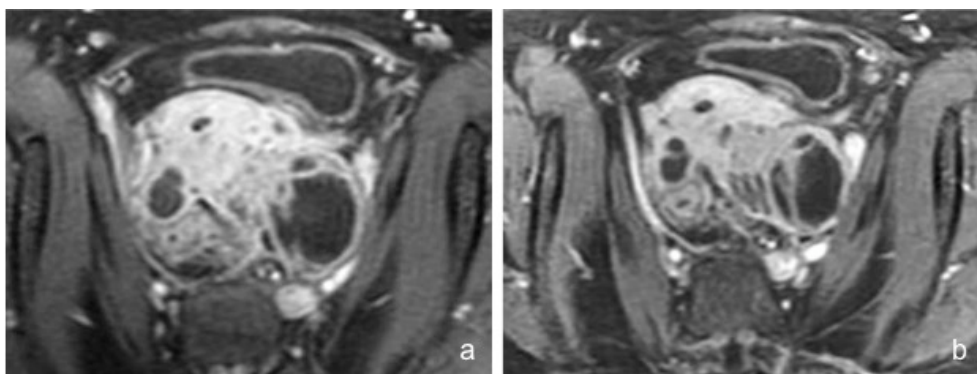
Mulher com abscesso tubo-ovárico bilateral. As imagens de RM na ponderação T1 com saturação de gordura após administração endovenosa de contraste paramagnético no plano axial (a, b), demonstram lesão anexial complexa, de parede espessada e com septos com intenso realce, também observado na gordura pélvica adjacente.
